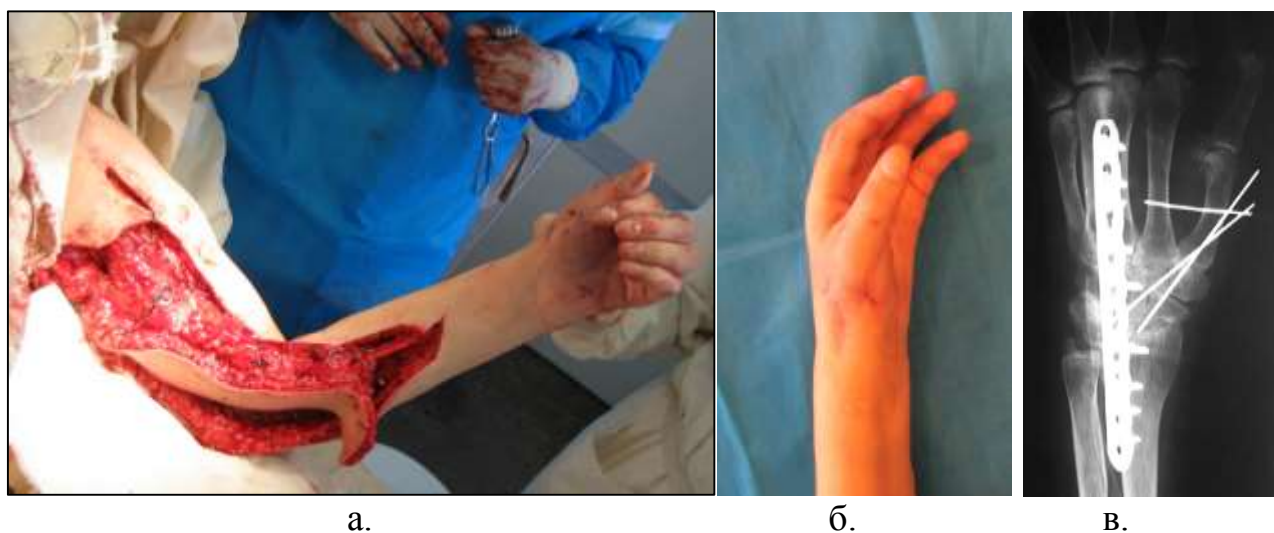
Інтраопераційне фото верхньої кінцівки хворого 3. 34 р, а. - невільна пересадка активного торакодорсального клаптя в положення згиначів пальців кисті; б.в. вид та рентгенограма кисті після артродезів кистьового та міжфалангових суглобів, опоненідезу
